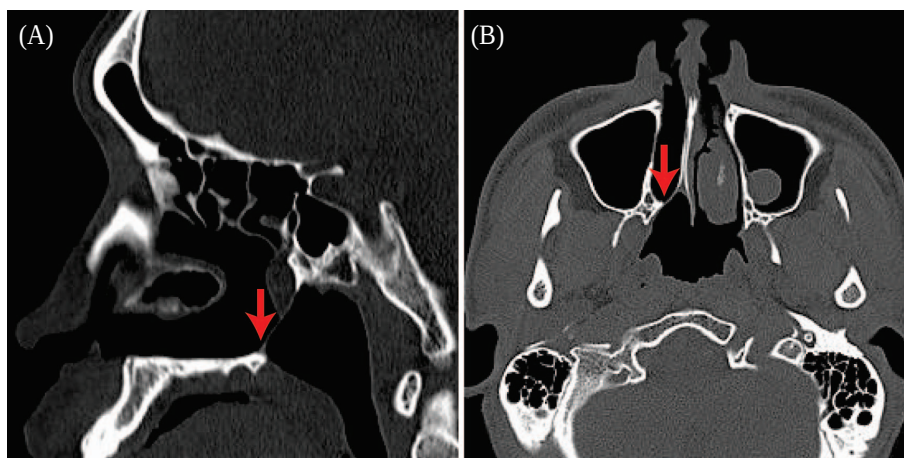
Computed tomography scan shows a congenital choanal atresia, with bony atretic plate and associated soft tissue. (arrow) (A: sagittal view, B: axial view)
